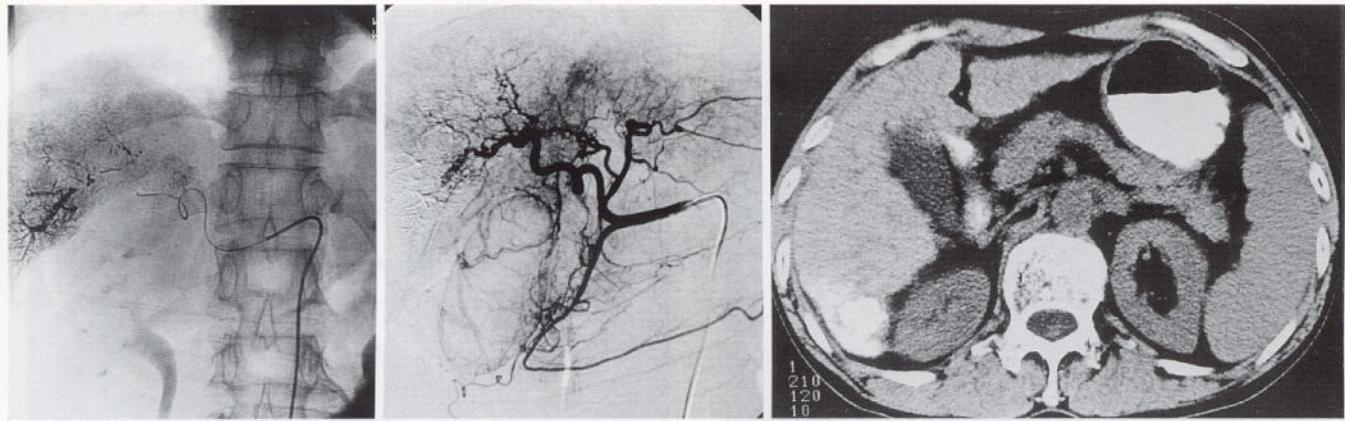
After injection of 5cc of Lipiodol emulsion with SP catheter, it was well accumulated within tumor as well as adjacent portal vein branch even though fistula was already occluded with Gelfoam (a). On post-TAE angiogram, shunt is still existing but markedly reduced (b). Three-week follow-up CT shows compact accumulation of Lipiodol in the liver and atrophic change of the surrounding liver due to occlusion of portal vein branch by Lipiodol(c).
